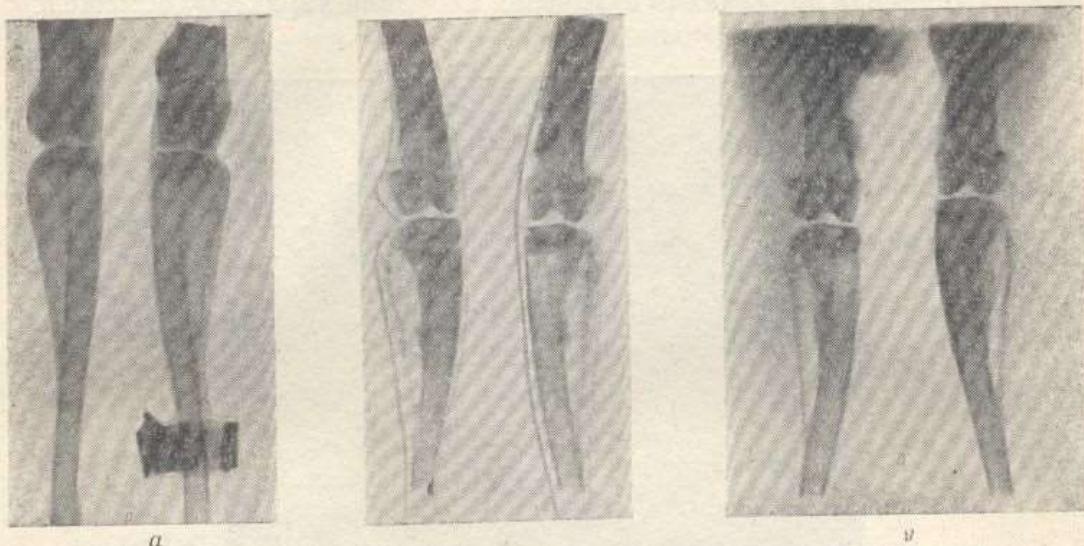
Кісткові зміни у піддослідного кролика № 61 (рентгенограми):
